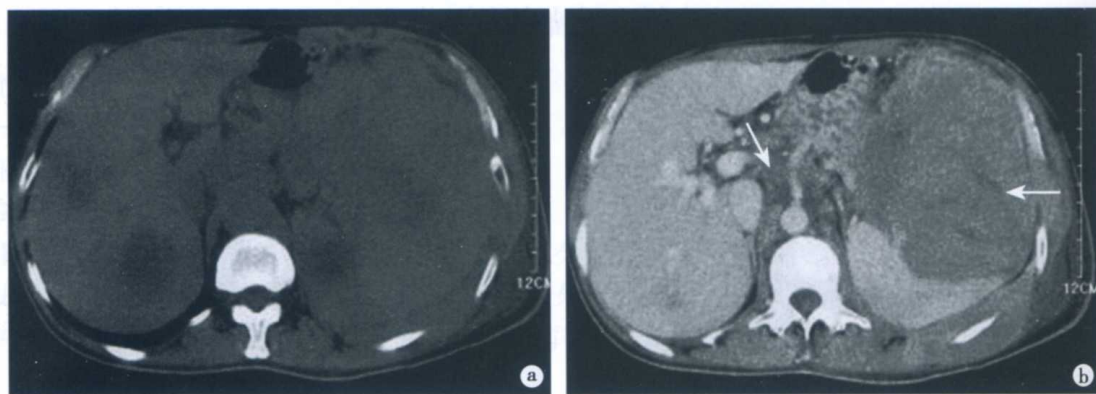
脾大 B 细胞淋巴瘤 CT 表现
